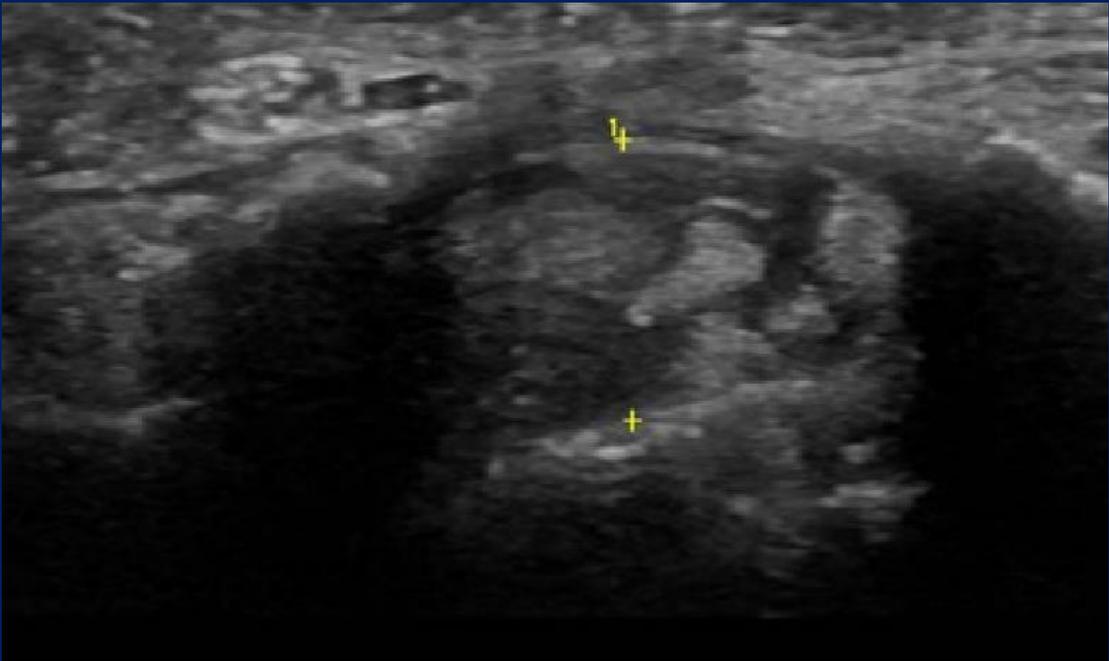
Diámetro disminuido del TC a nivel distal. (8 mm)
